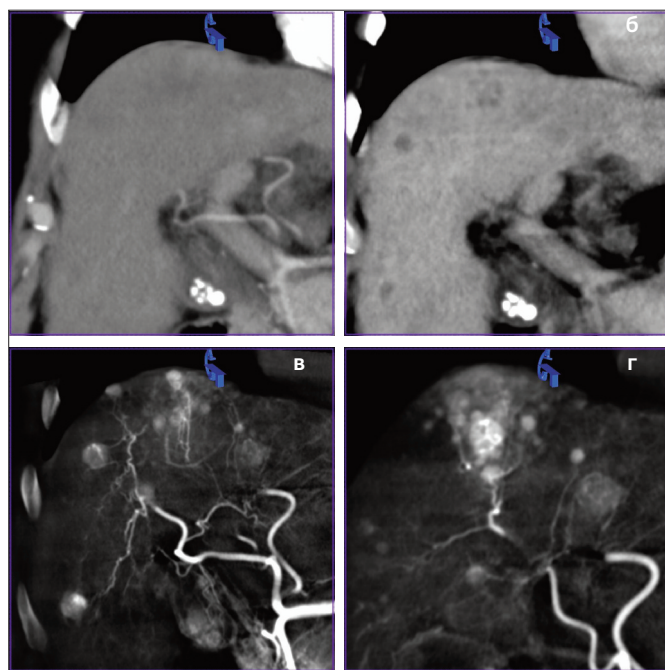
(а-г). Возможности двухфазной ПДКТ-АГ для диагностики инфильтративной формы ГЦР и внутripеченочных метастазов: а, б. Артериальная и портальная фазы МСКТ – в печени определяется три узла ГЦР диаметром 27 мм, 15 и 11 мм (BCLC A); в, г. ПДКТ-АФАГ – во всех отделах печени визуализируются множественные мелкие гипervasкулярные метастатические узлы; г. ПДКТ-АФАГ – вокруг наиболее крупного узла ГЦР визуализируются множественные мелкие дочерние метастатические узлы, инфильтрирующие печень – инфильтративная форма роста ГЦР.
